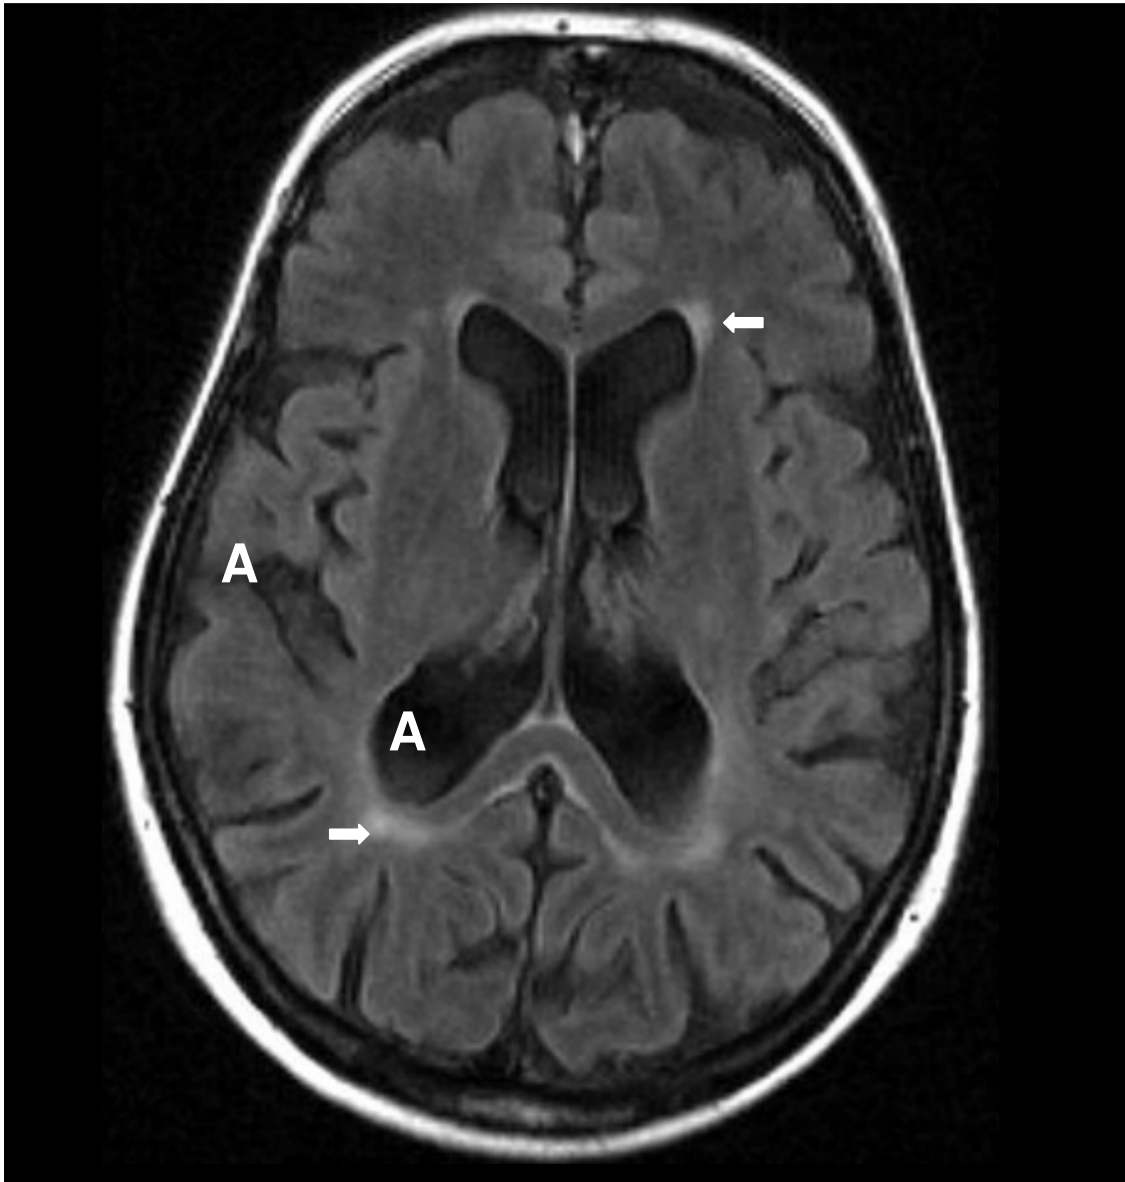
Kraniale MRT-Aufnahme eines DM-2-Patienten (9-13), FLAIR-Sequenz, mit einer schwergradigen generalisierten Hirnatrophie (A) und mittelgradigen, periventrikulären Marklagerläsionen (Pfeile)
